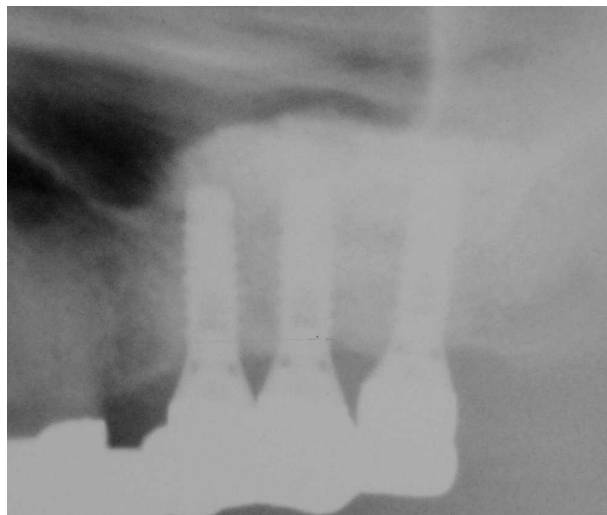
Ausschnitt eines postoperativ angefertigten Orthopantomogrammes
